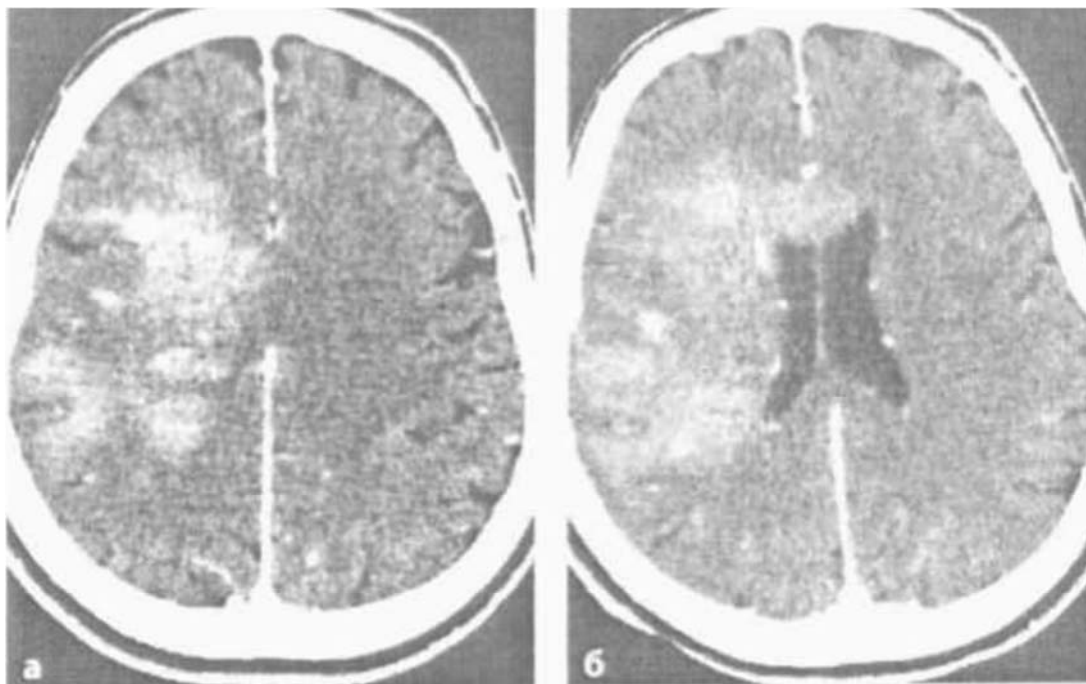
КТ. Гліома 3 ступеня (а, б). На представлених КТ-сканах після контрастування візуалізовано ділянку дифузного накопичення контрастної речовини в правій півкулі головного мозку. Пухлина переходить через спайку на ліву півкулю головного мозку.
